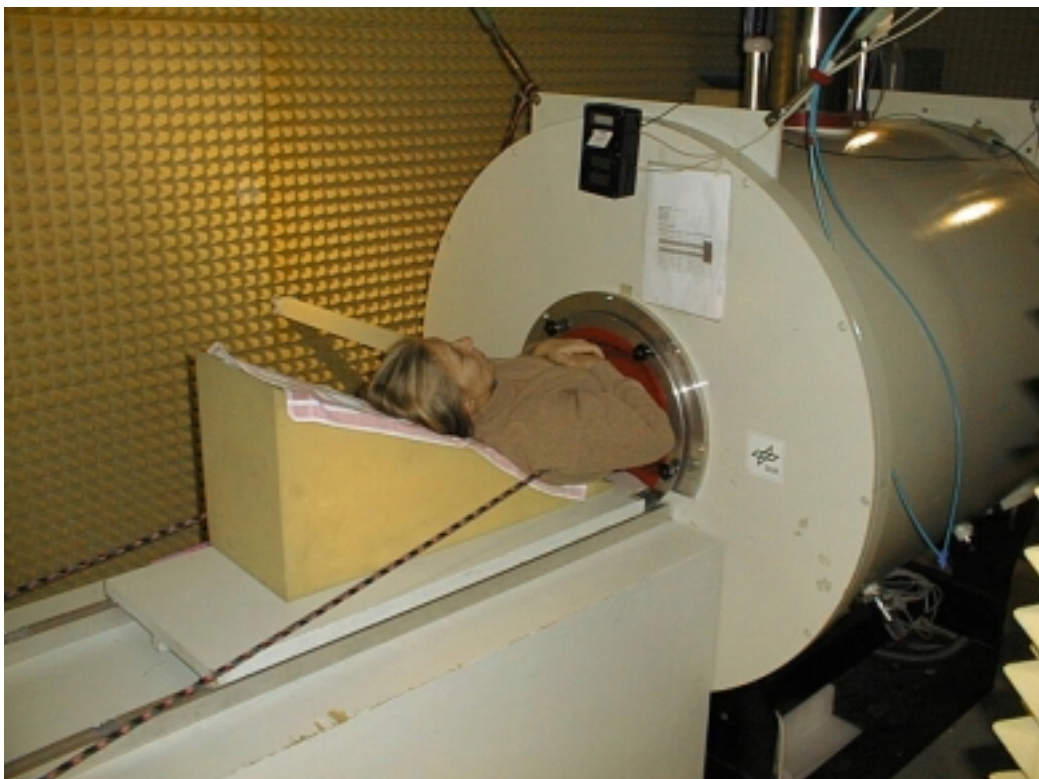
Kernresonanzgerät des DLR für die  $^{31}\text{P}$ -MRS-Messungen
